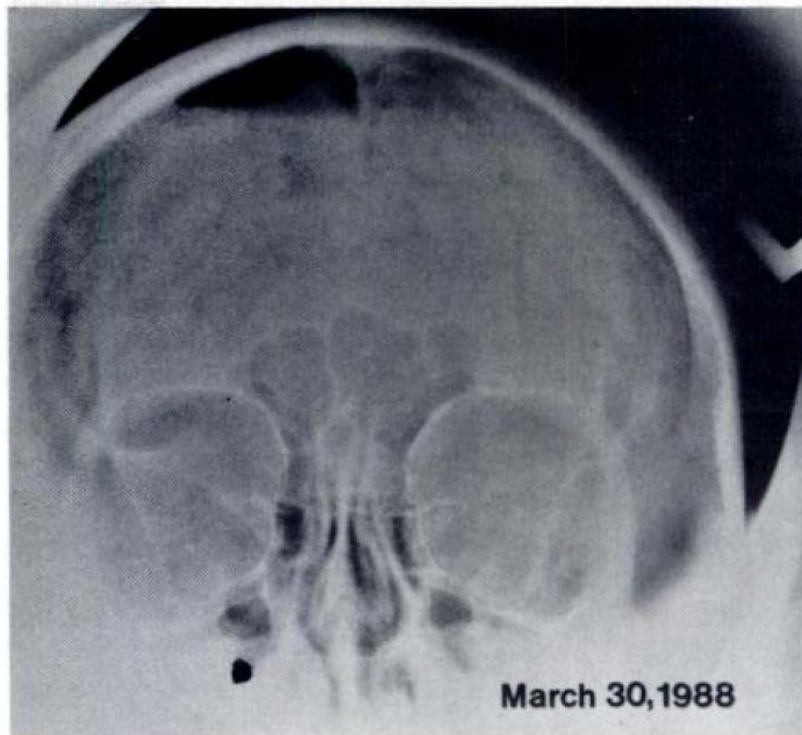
Sinus roentgenogram at the time of patient admission. Note the air collection inside the cranium.
